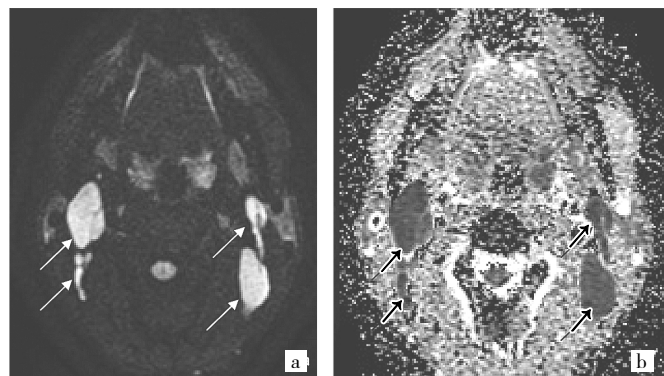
鼻咽癌双侧颈部淋巴结多发转移(a:DWI 图呈高信号,边界清,信号均匀;b:ADC 图呈低信号;箭头所示)
